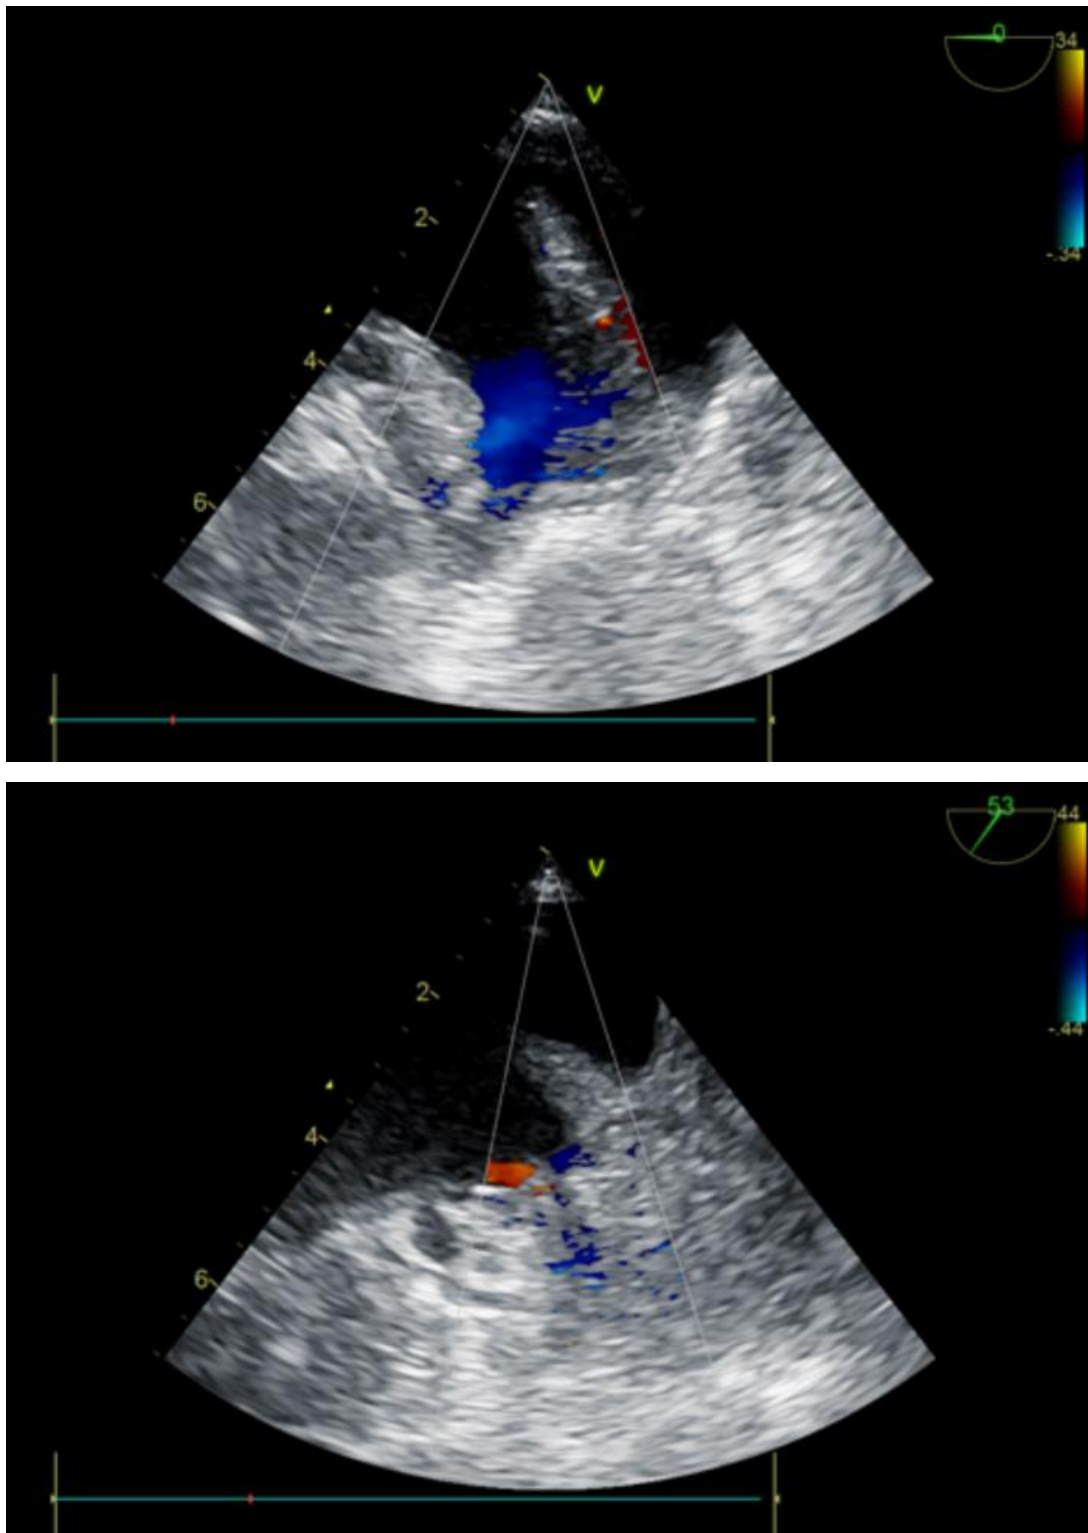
Чреспищеводная эхокардиография после торакоскопической ампутации ушка левого предсердия. Имеется эмбологенная культя ушка левого предсердия глубиной более 1 см (указана стрелкой)
